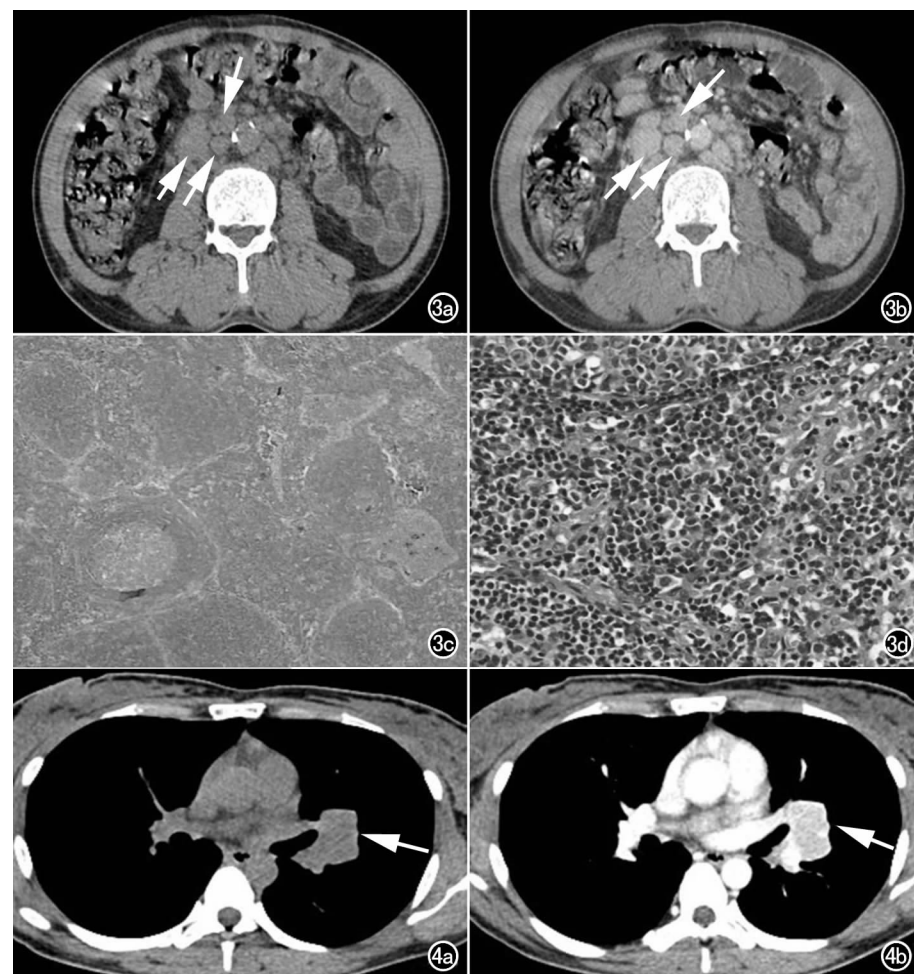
男,63 岁,浆细胞型 Castleman 病。a) CT 示腹膜后多发大小不等软组织密度结节影(箭); b) 增强后均匀强化(箭); c) 滤泡增生,滤泡间小血管透明样变不明显($\times 40$, HE); d) 滤泡间弥漫成片的浆细胞浸润($\times 200$, HE)。图 4 女,27 岁。混合型 Castleman 病。a) CT 示左肺门肿物(箭),边界清楚; b) 增强后明显均匀强化(箭)。
